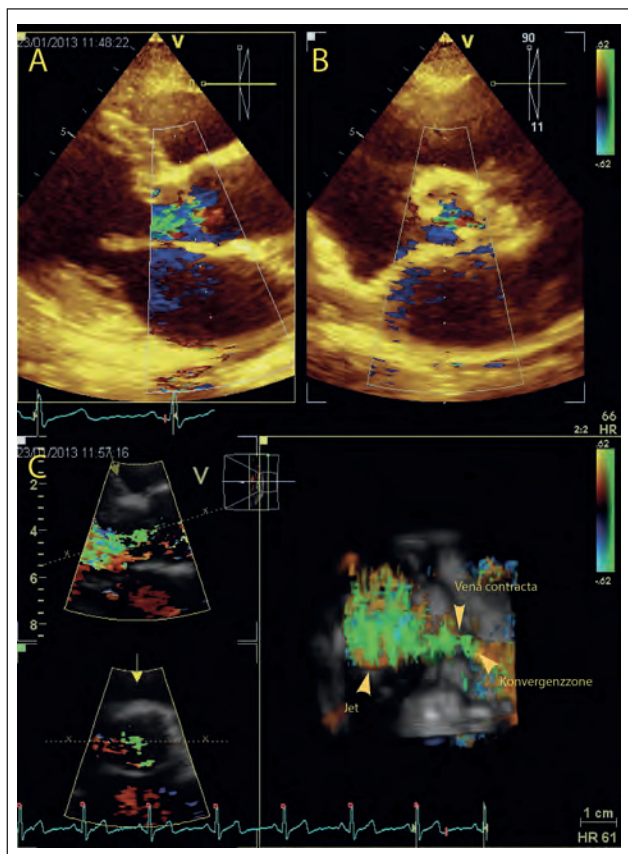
Beurteilung des Farbdopplers bei AR im (A) parasternalen Längs- und Querschnitt und (B) in der 3D-Rekonstruktion.
